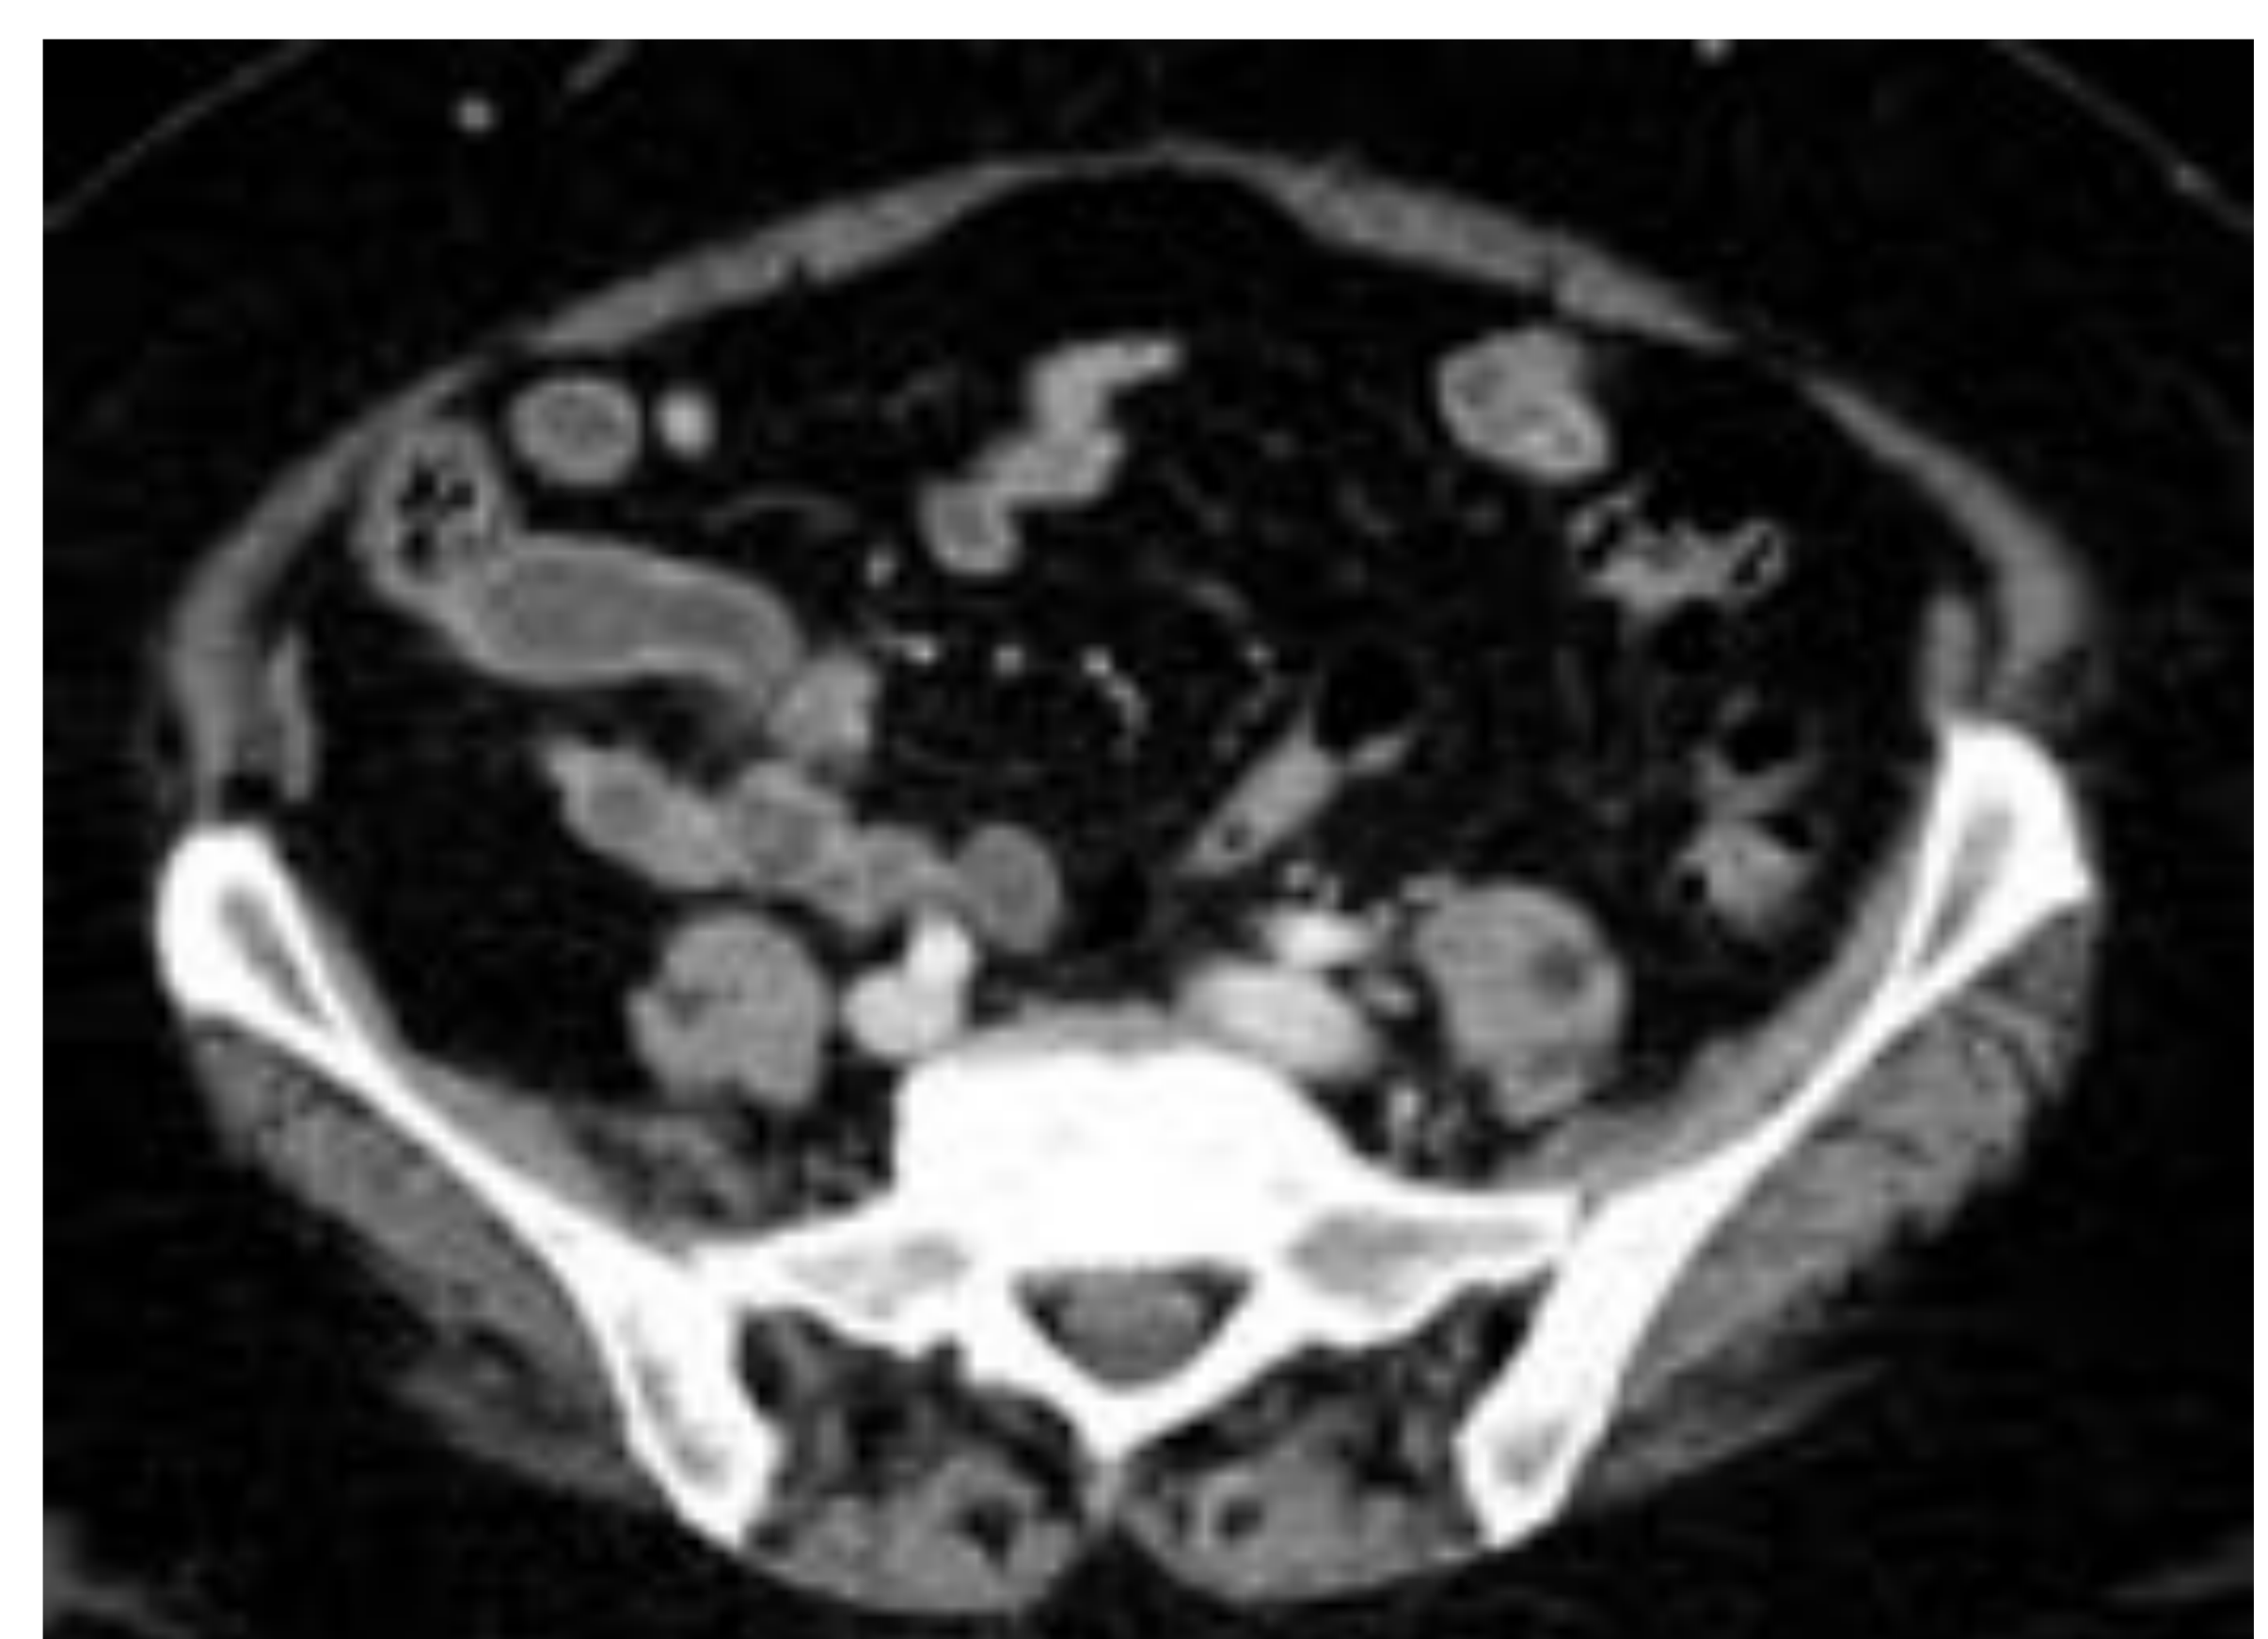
Correlación el TC de imagen de ecografía. Se observa apéndice cecal dilatado más de 1cm, relleno de material de densidad líquido.
